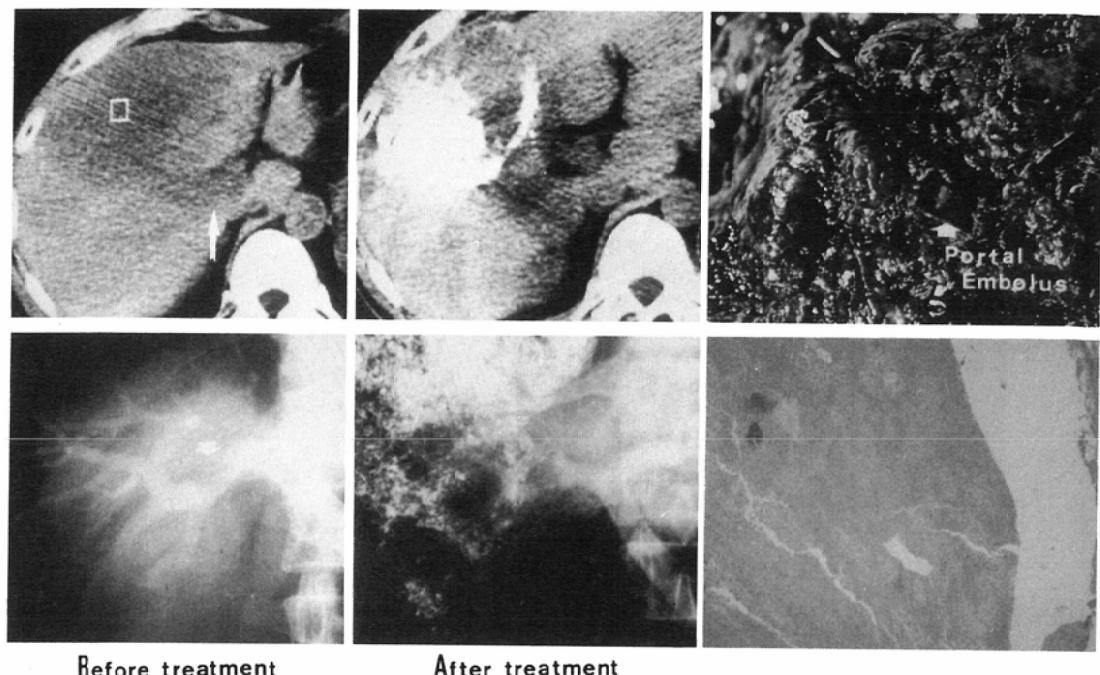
A case of HCC simultaneously with tumor embolus in right portal vein was treated by TAE (Lipiodol-Adriamycin emulsion+Gelfoam) and irradiation (X-ray, TDF80). After the irradiation, tumor embolus was reduced and pathologically showed total necrosis (III<sub>A</sub> of Ohboshi-Shimosato classification).
